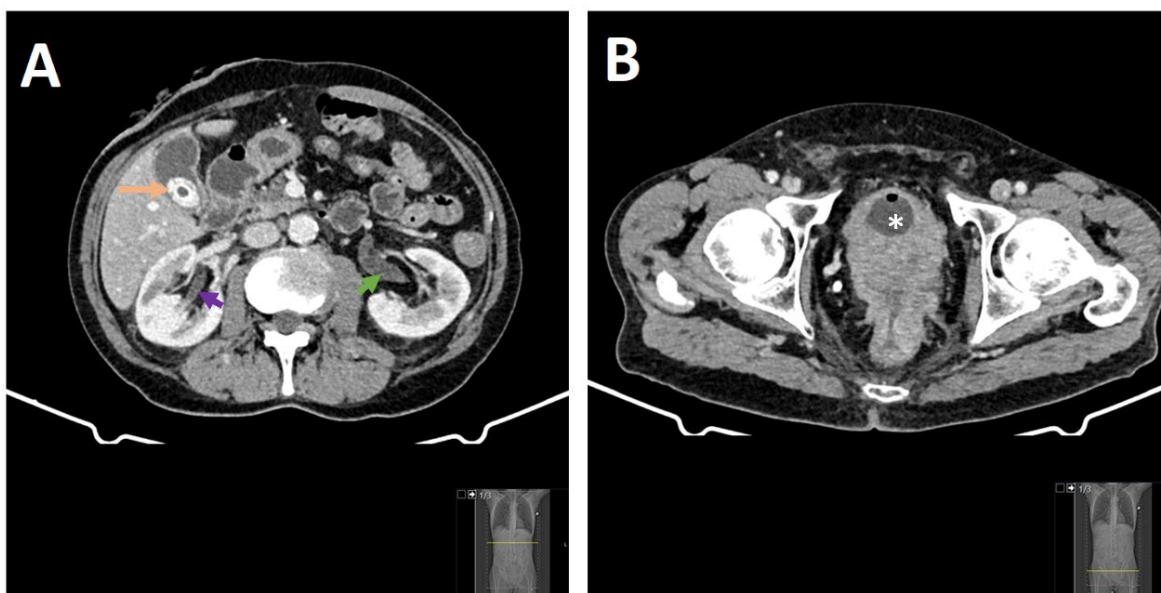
Caso 4 Nefrostomia percutânea - A) TC efetuada com a administração de contraste iodado EV, adquirido durante a fase venosa, em plano axial. Constata-se moderada dilatação pielocalicial à esquerda (seta verde) e ligeira dilatação à direita (seta roxa). É visível cálculo radiopaco na vesícula biliar (seta laranja); B) TC efetuada com a administração de contraste iodado EV, adquirido durante a fase venosa, em plano axial, observa-se uma neoplasia do recto, localmente avançada, com invasão da próstata e da bexiga, que condiciona a dilatação pielocalicial bilateral previamente referida. Bexiga vazia com balão de sonda vesical endoluminal (asterisco).
